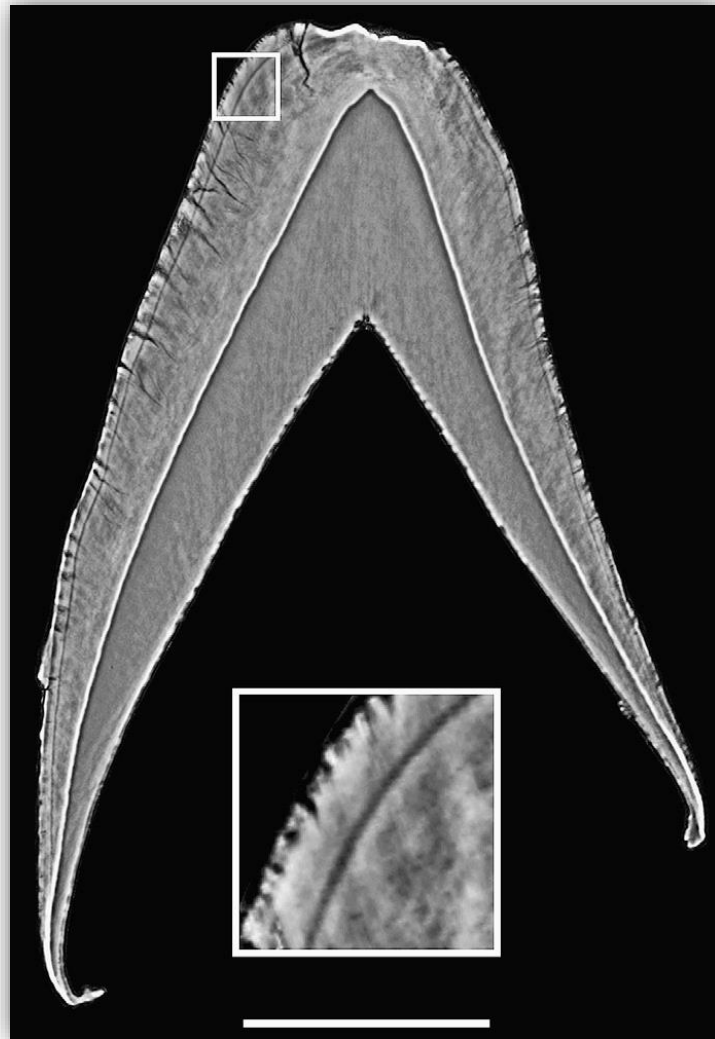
Fetta virtuale (spessore 25,2 μm), di un moderno canino deciduo umano, scansionato con SR- μCT a contrasto di fase utilizzando dimensione di voxel di 5,03 μm . La linea scura parallela alla superficie del dente è la linea neonatale formata durante la nascita (qui sotto nel riquadro). Questo individuo è morto poco dopo la nascita, come dimostra la mancanza di smalto postnatale e confermato dall' Istituto di Anatomia dell'Università di Berna. La barra della scala è di 1 mm.
